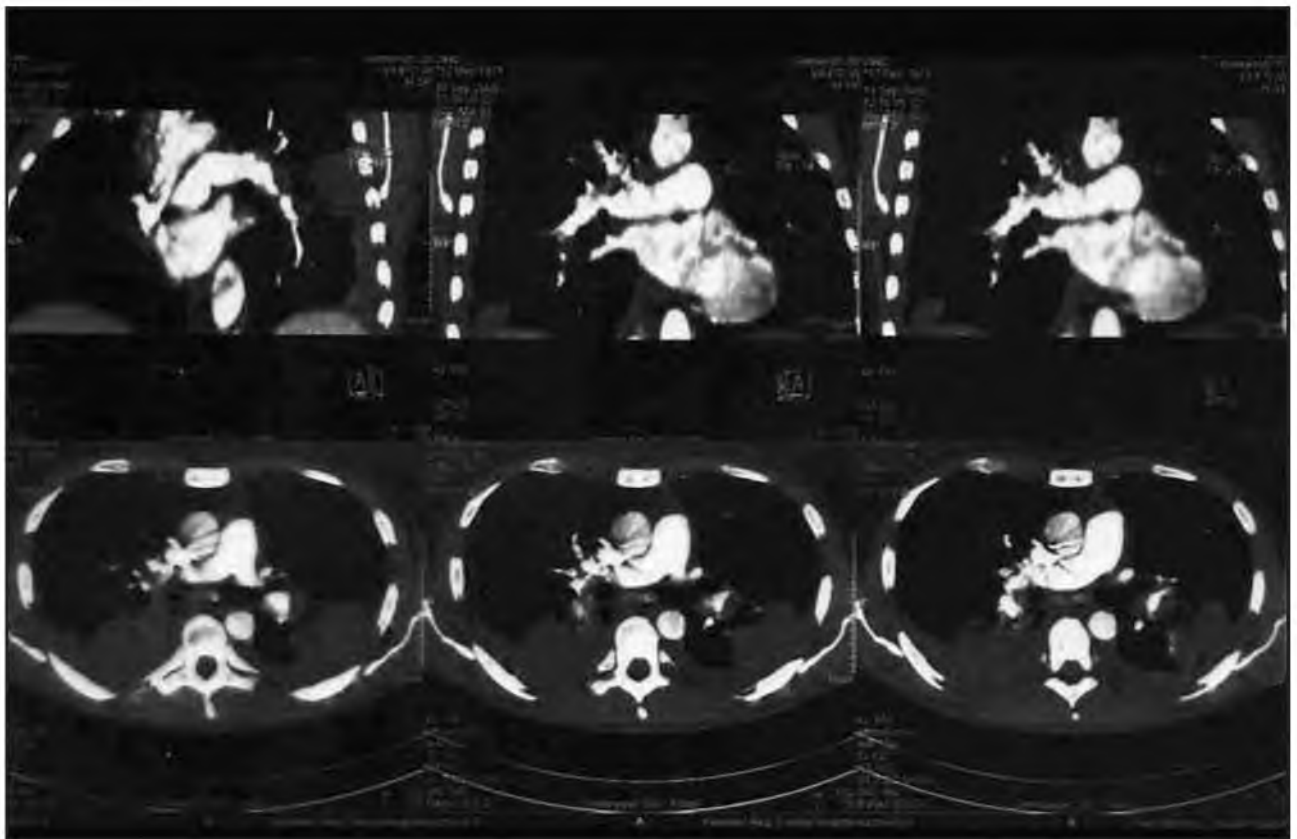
КТ-ангиопульмонография. Тромбоэмболия легочной артерии и мелких ее ветвей
